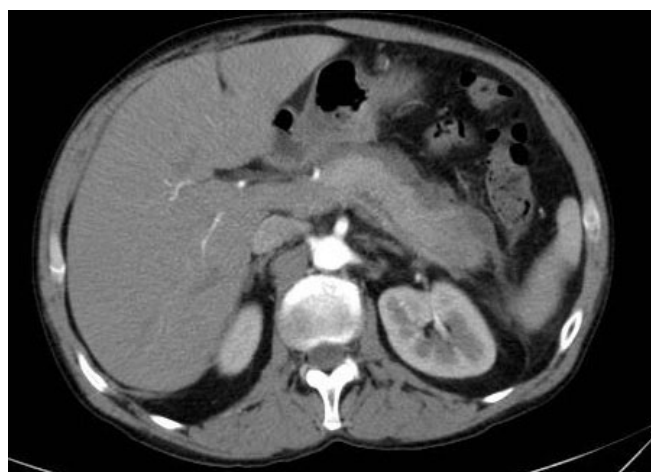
TAC control: afectación a nivel pancreático, confirmando sospecha de pancreatitis traumática.
